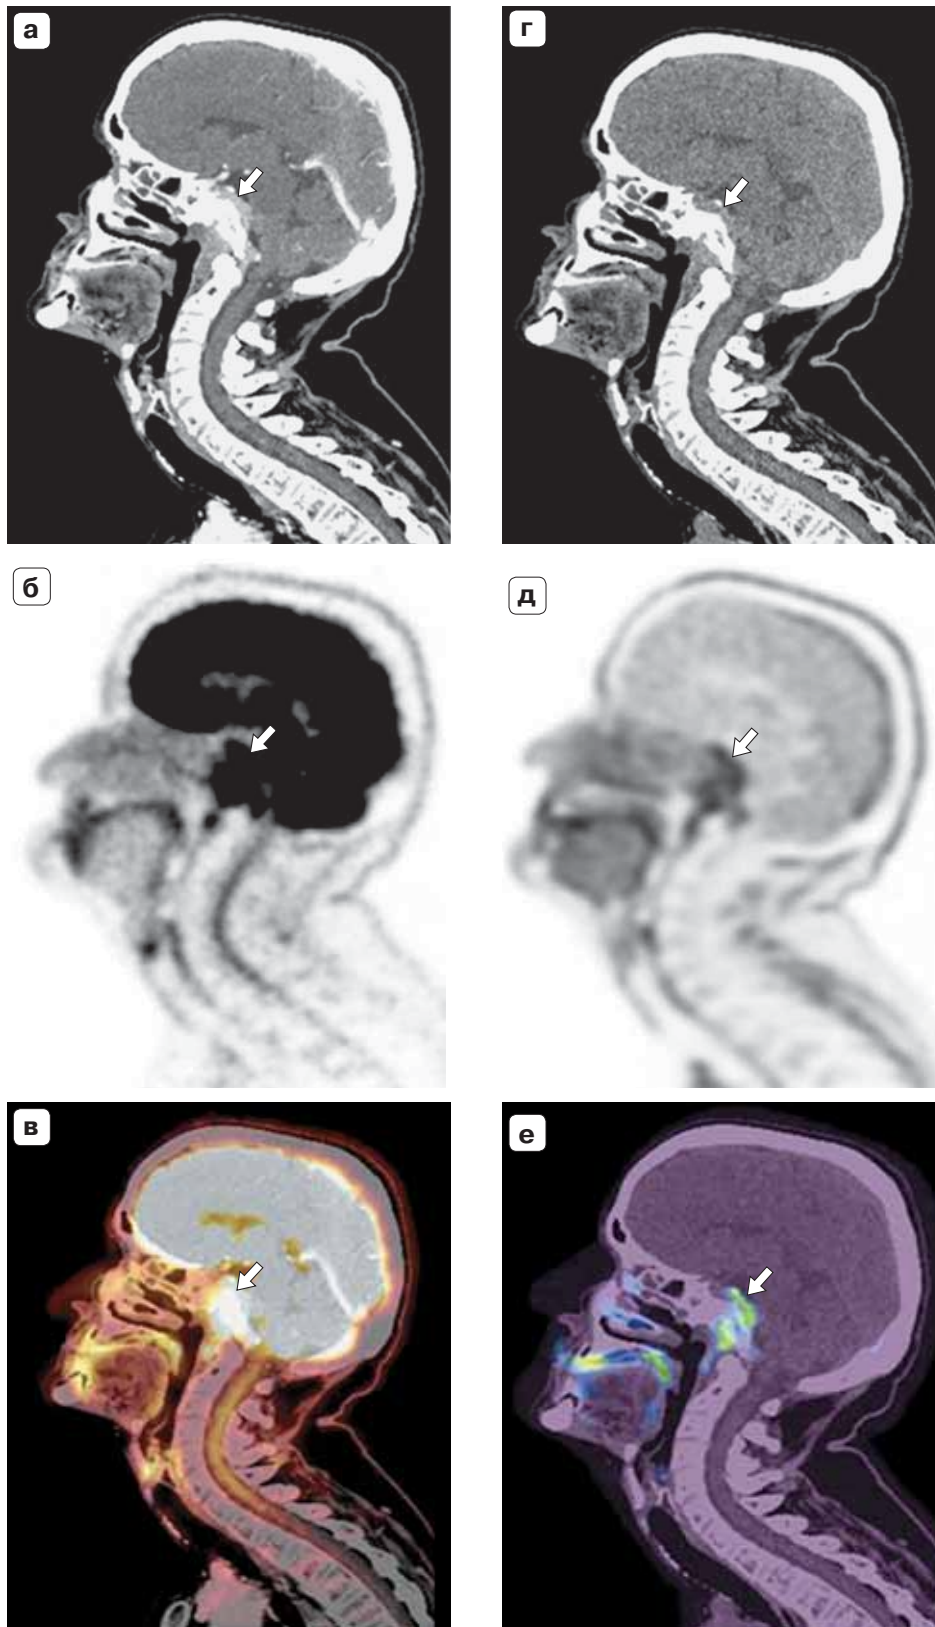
ПЭТ/КТ с ^{18}F -ФДГ и ^{18}F -ФЭТ. Образование носоглотки с деструкцией костей основания черепа и интракраниальным распространением. а, б, в – КТ-, ПЭТ- и ПЭТ/КТ-изображения с ^{18}F -ФДГ в сагиттальной проекции, образование активно накапливает РФЛП, но за счет высокого физиологического накопления в веществе головного мозга плохо дифференцируется (стрелки); г, д, е – на КТ-, ПЭТ- и ПЭТ/КТ-изображениях с ^{18}F -ФЭТ также в сагиттальной проекции опухолевые массы четко дифференцируются (стрелки), активно накапливают РФЛП.
